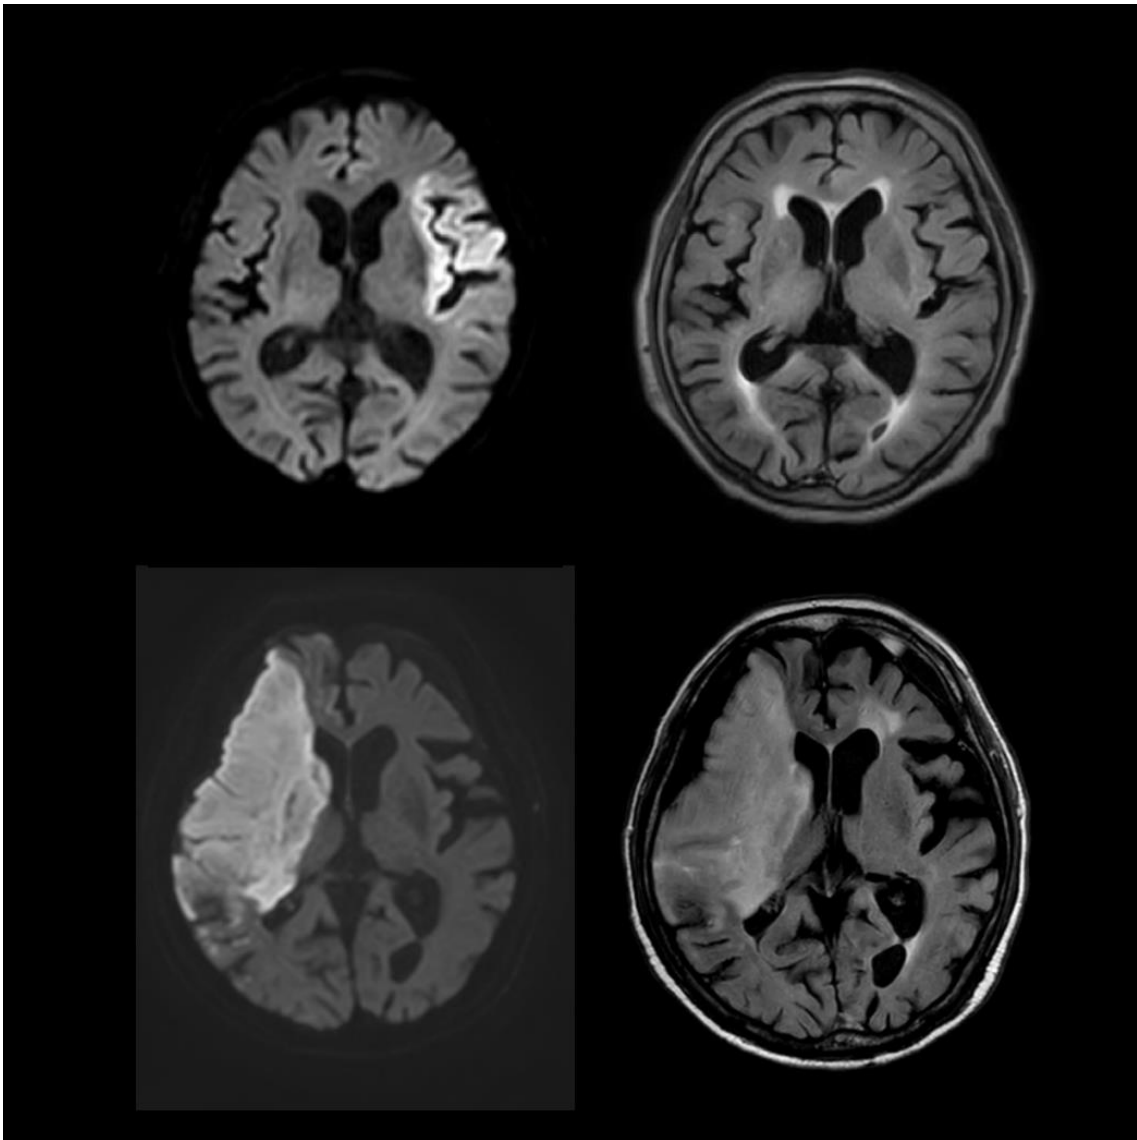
DWI-FLAIR mismatch(左：DWI, 右：FLAIR)
